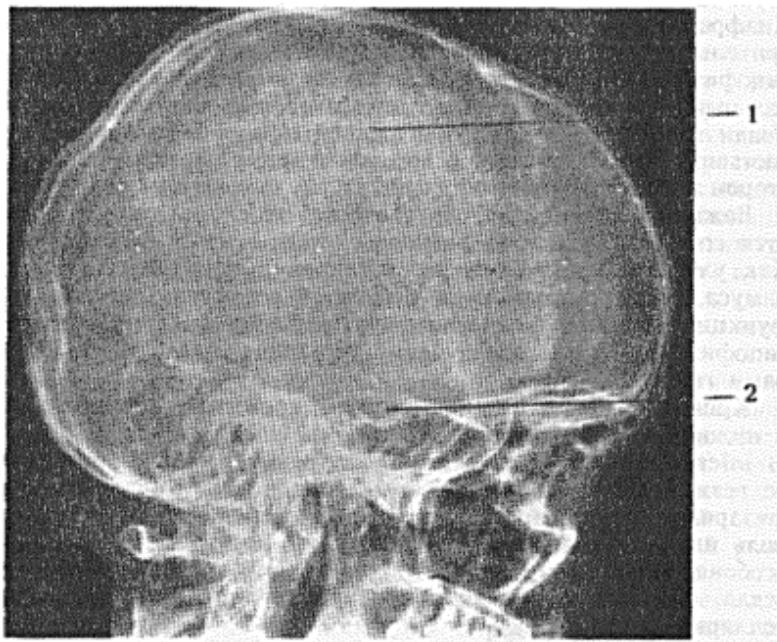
Рентгенограмма костей свода черепа, турецкого седла и воздушных пазух:
